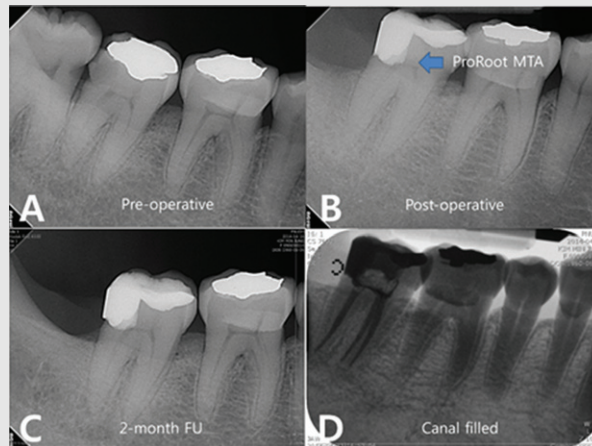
Failure case of partial pulpotomy by using ProRoot MTA. A. Pre-operative radiograph. B. ProRoot MTA adjustment after caries removal and partial pulpotomy C. 2-month follow-up. Pain occurred D. Inverted image after root canal filling
